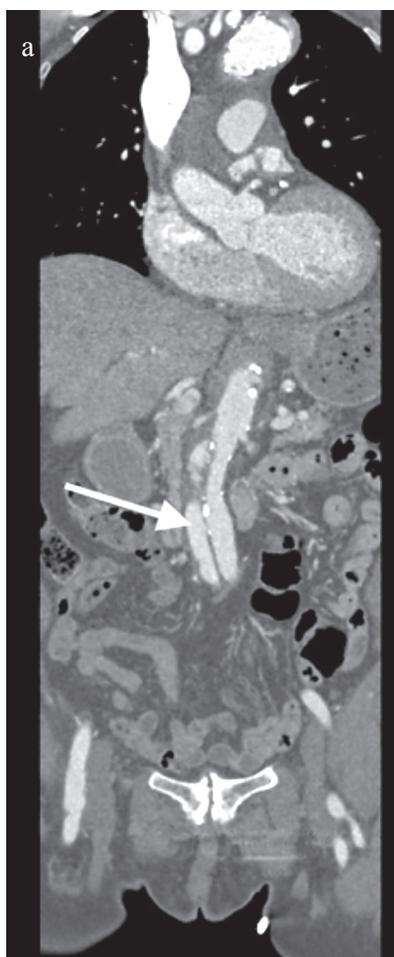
КТ-аортография после TEVAR:
